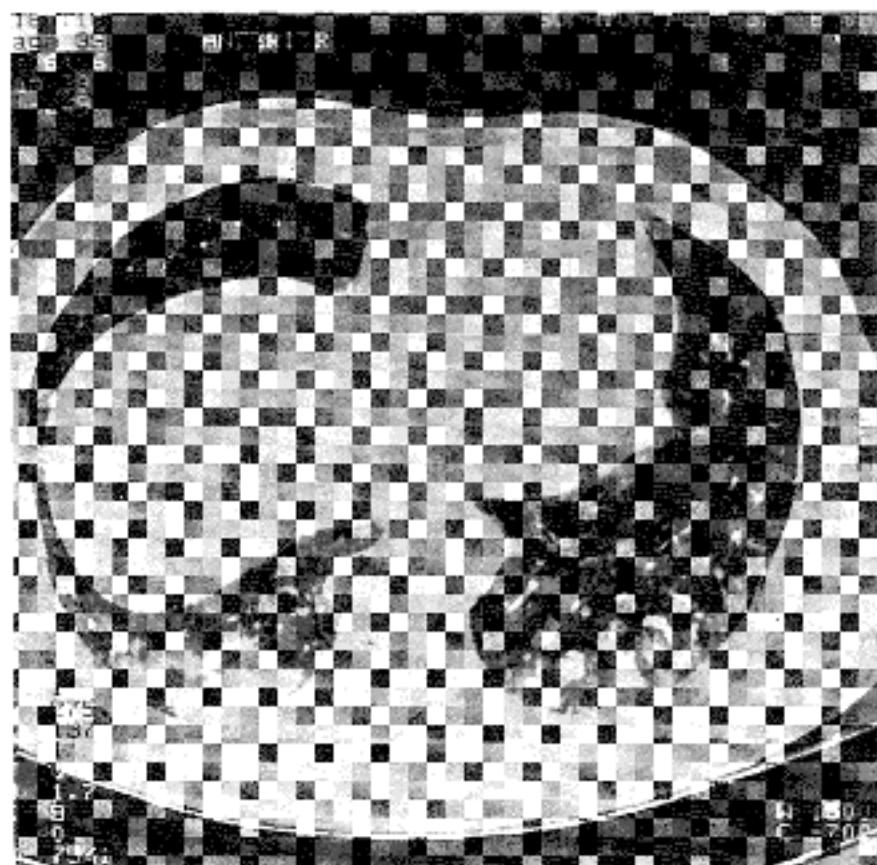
Chest CT showed multiple variable sized nodules in both lower lobes, some of which were cavitary.
